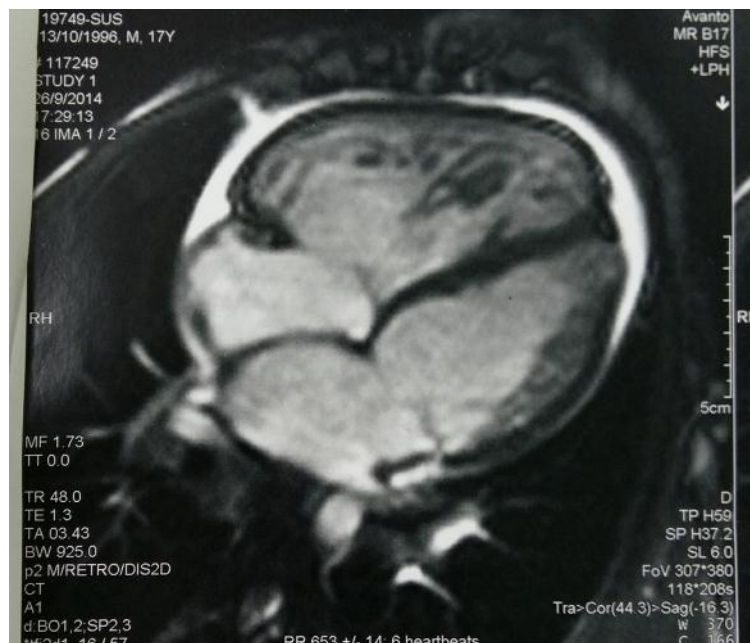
Ressonância magnética cardíaca apresentando trabeculações excessivas compatíveis com não compactação miocárdica.
